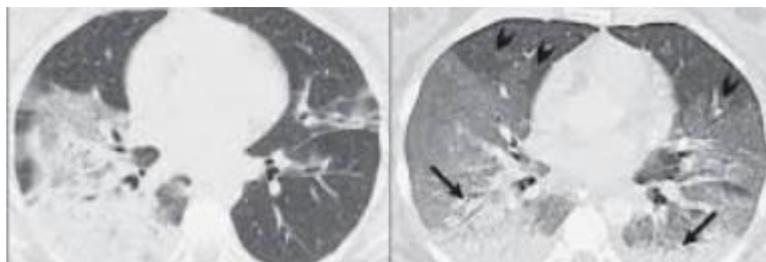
Exame RT-PCR e TC de tórax
